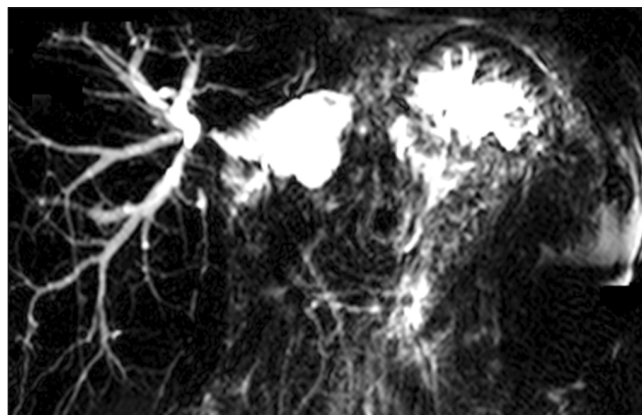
Magnetic resonance cholangiopancreatograph (MRCP) 4 years after the operation. There is no change compared with the previous MRCP.
